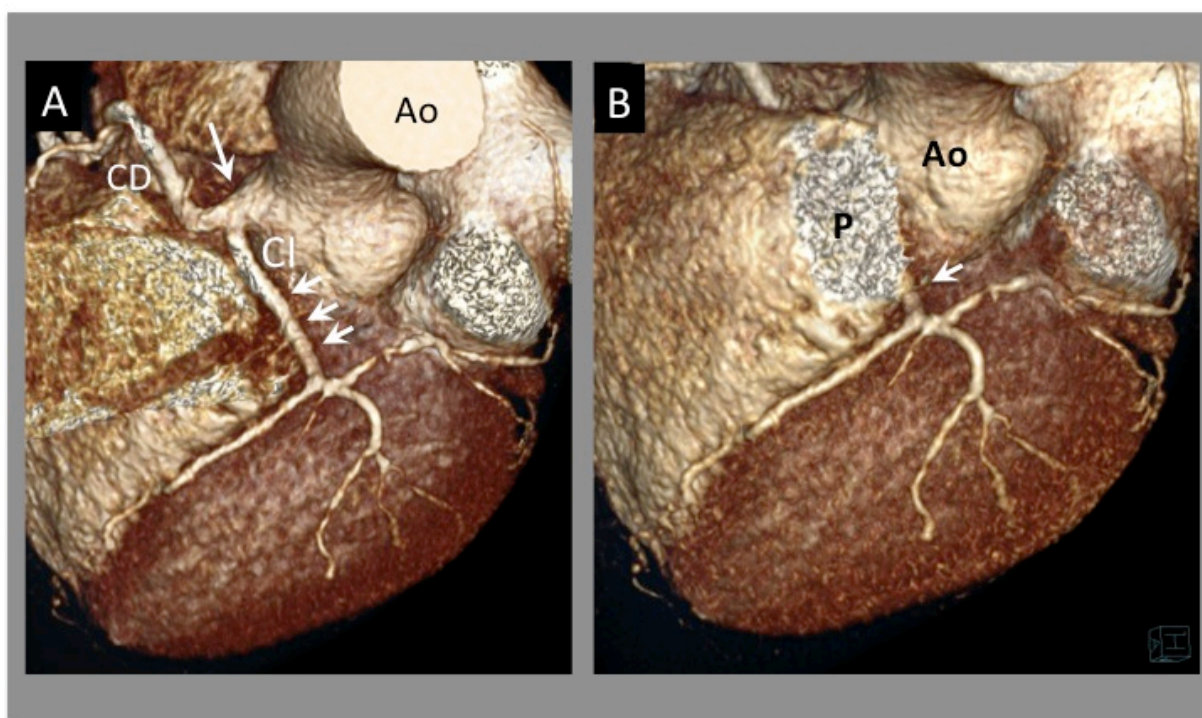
Angio TAC, Coronaria Única con trayecto transeptal, caso 13. A.- Reconstrucción 3D. Origen anómalo de todo el árbol coronario desde un único ostium en Seno de Valsalva derecho (flecha), que sigue un trayecto transeptal (flechas), hasta alcanzar el ventrículo izquierdo. B.- Reconstrucción 3D de tracto de salida de VD (TSVD) y arteria pulmonar, para ver el recorrido bajo, hacia el TSVD y en dirección septal, por donde sale la coronaria izquierda anómala (flecha). Ao: Aorta. P: Arteria pulmonar. CI: coronaria izquierda. CD: Coronaria derecha.
